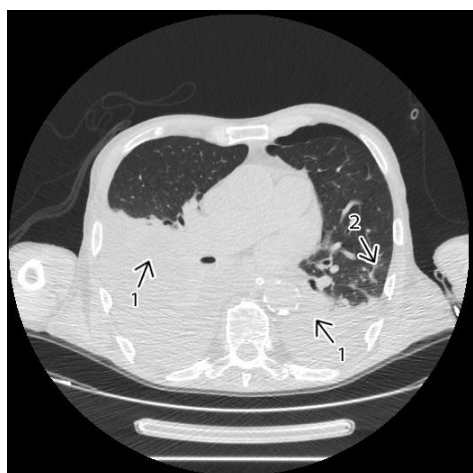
Компьютерная томограмма органов грудной клетки. 1- гидроторакс, 2 – фиброзные тяжи.
